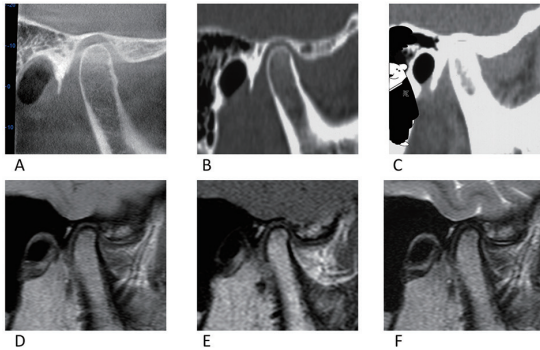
同一患者（著者）の右側顎関節のCT, MRI
